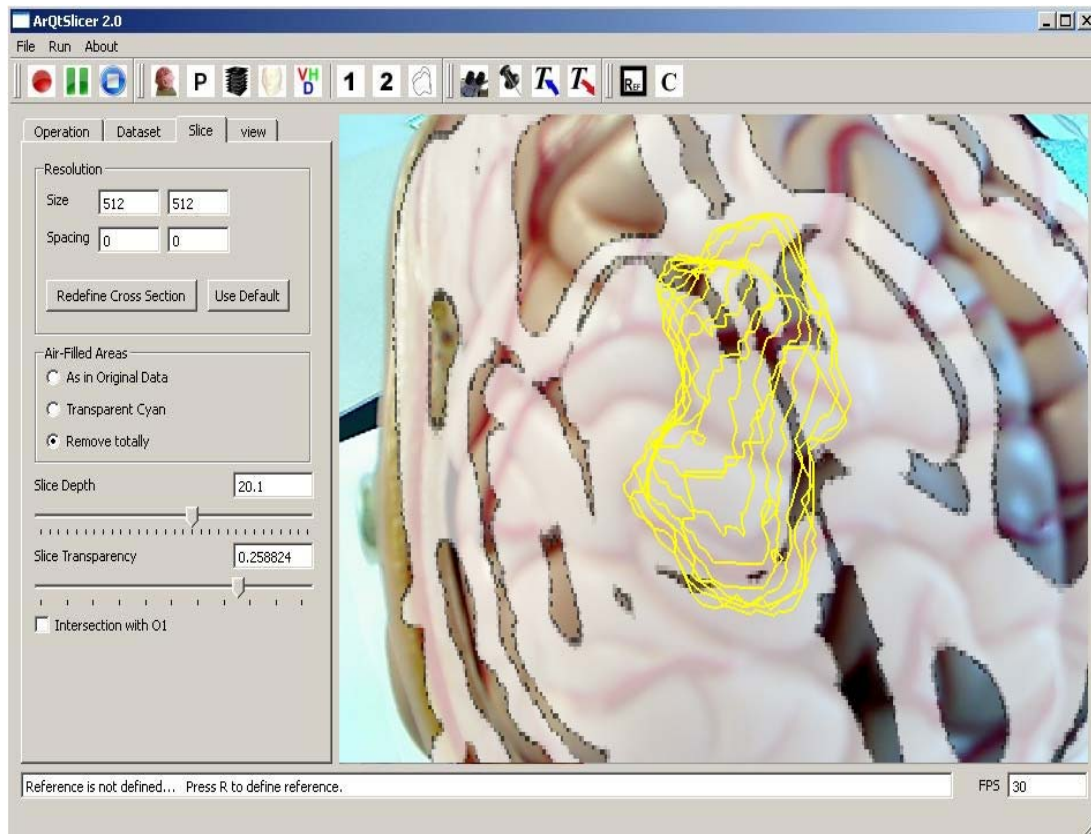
GUI of the visualization module: The widget shows a tomographical slice that is computed perpendicular to the viewing vector and superimposed on the operation field, together with an augmented display of the tumor contours.
